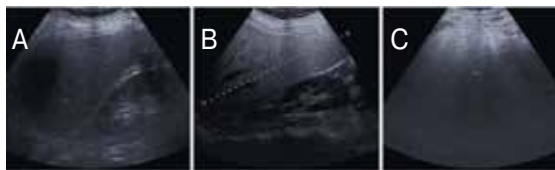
(А, В, С). УЗИ печени [26].
